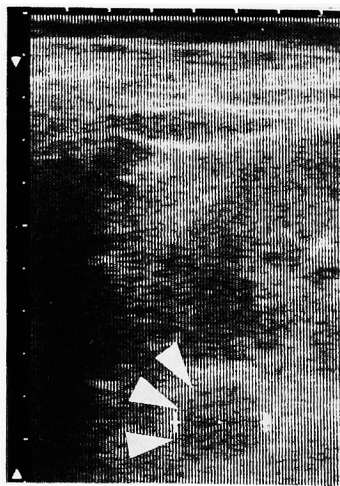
エコー 左腎上極内側に直径 2 cm の hypoechoic mass を認める。
